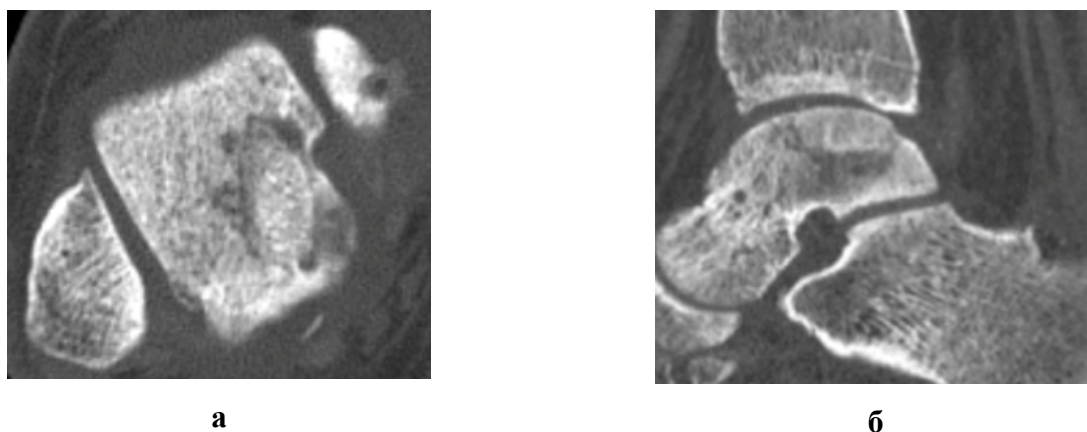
Контрольные аксиальный (а), сагиттальный (б), МСКТ сканы голеностопного сустава через 12 месяцев с момента операции
